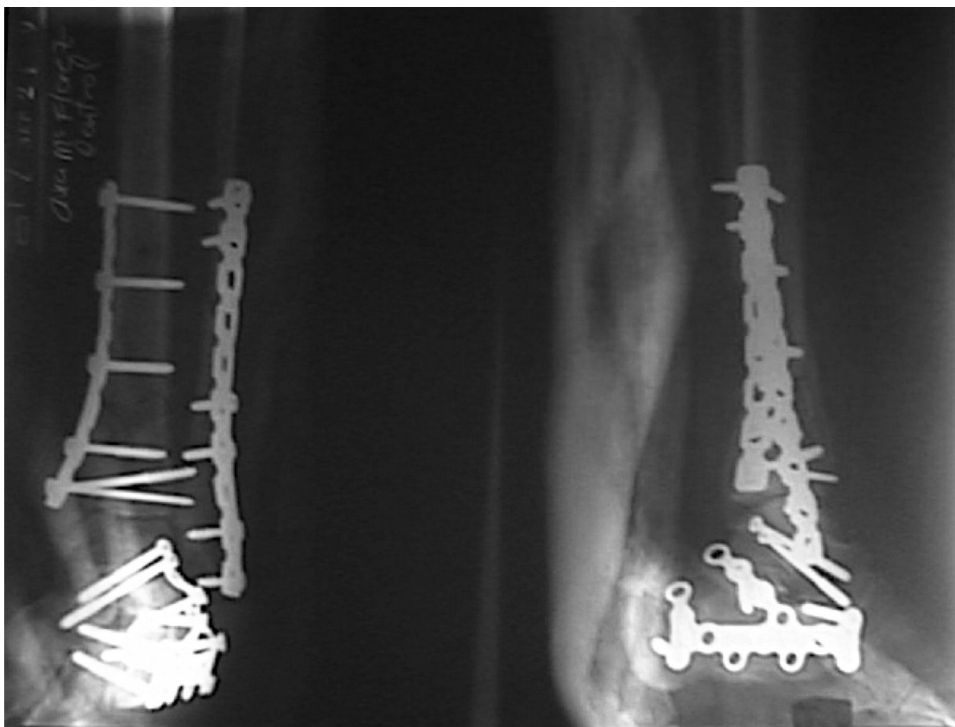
Radiografías del postoperatorio inmediato.
